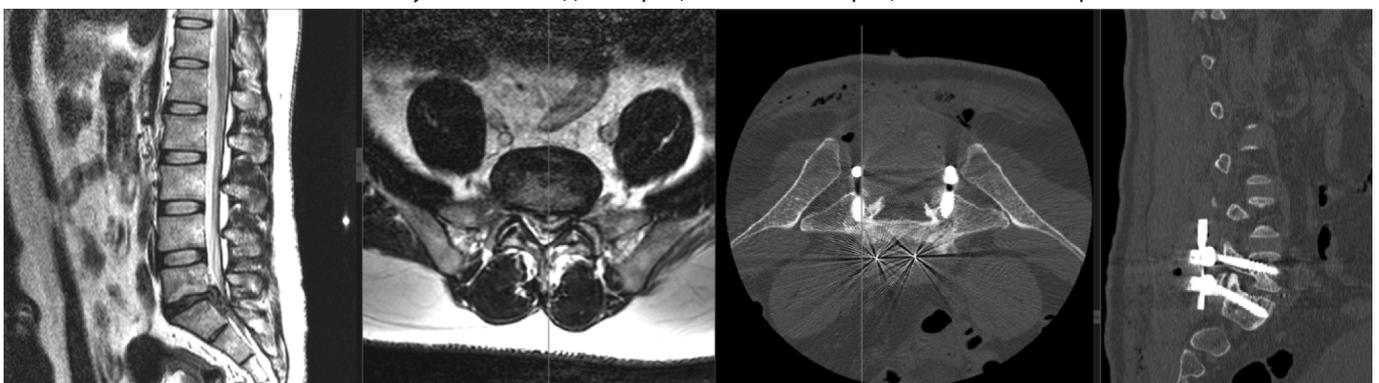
TLIF. Результаты МРТ до операции и послеоперационный КТ контроль
